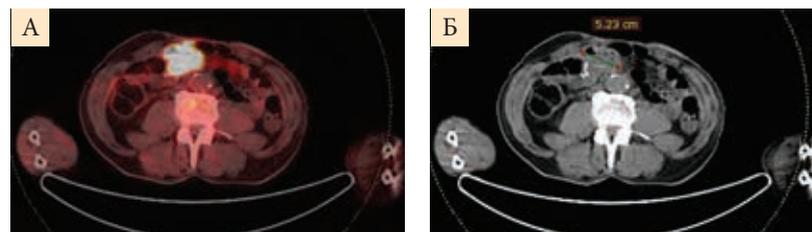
ПЭТ-КТ (А) и КТ (Б) (ноябрь 2019 г.): метастазы между петель кишечника, пневматоз и горизонтальные уровни жидкости в прилежащих петлях кишечника
